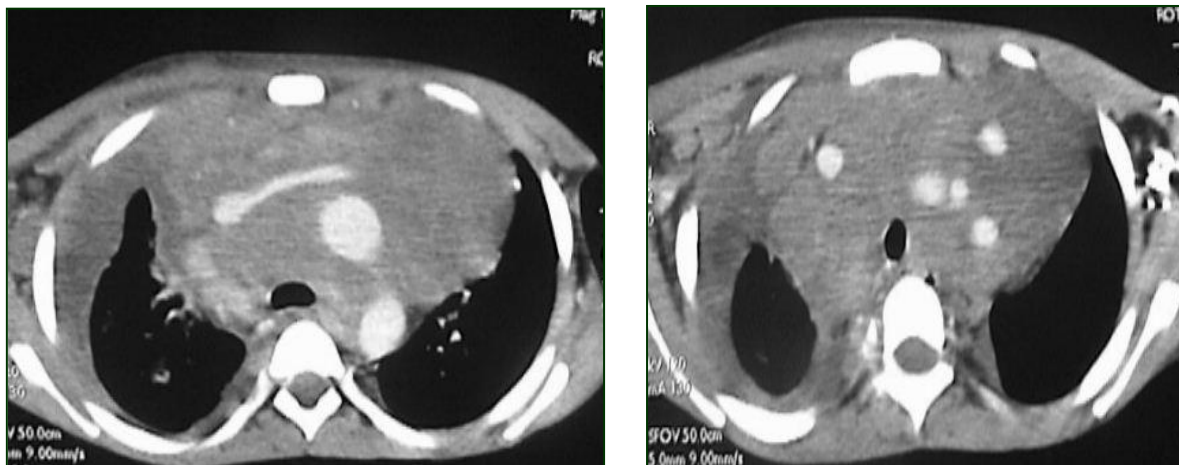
TDM thoracique en coupe montrant une importante coulée ganglionnaire médiastinale supérieure englobant les vaisseaux avec un épanchement pleural droit.
